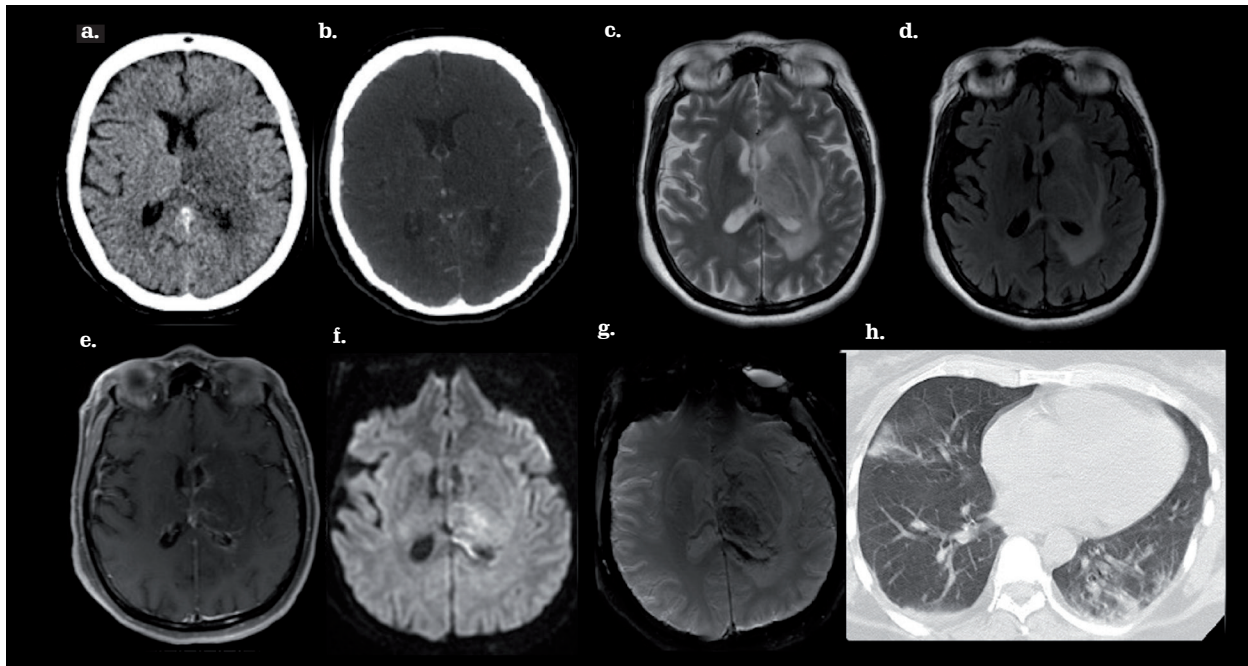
Trombosis de senos venosos duros. Paciente femenina de 48 años de edad, COVID-19 positivo, con cefalea intensa asociada y vómitos. TC axial simple (a) y con contraste (b): con hipodensidad gangliobasal izquierda, realce de las venas cerebrales internas y basal de Rosenthal izquierda. RM axial T2WI (c), axial FLAIR (d), axial T1WI + C (e) difusión axial (f). ausencia de señal de flujo del seno recto, venas de Galeno, cerebrales internas bilaterales, y talámicas izquierdas, con áreas de edema citotóxico en DWI y ADC. SWI (g): transformación hemorrágica. TC axial de tórax sin contraste (h): opacidades en vidrio esmerilado en ambos campos pulmonares con predominio en la base pulmonar izquierda. Fuente: los autores.
